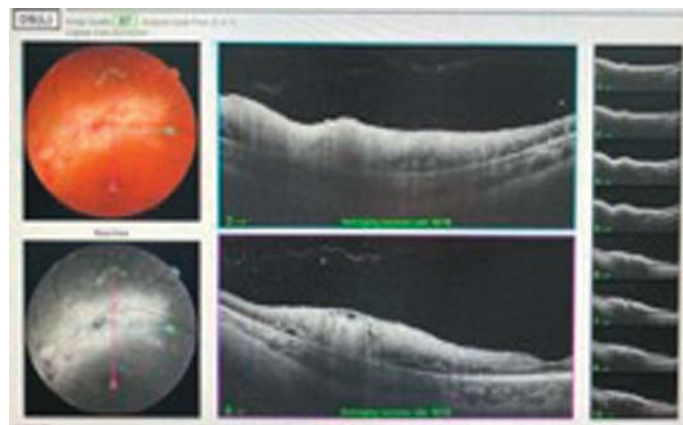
Оптическая когерентная томография: OS — ретинальный профиль частично деформирован, фовеа сохранена, перипапиллярно и вдоль верхней сосудистой аркады сетчатка утолщена, интравитреально по всей сосудистой аркаде скопление однородного умеренно среднерефлективного содержимого, экранирующего позадилежащие слои, участки отслойки нейроретинии
